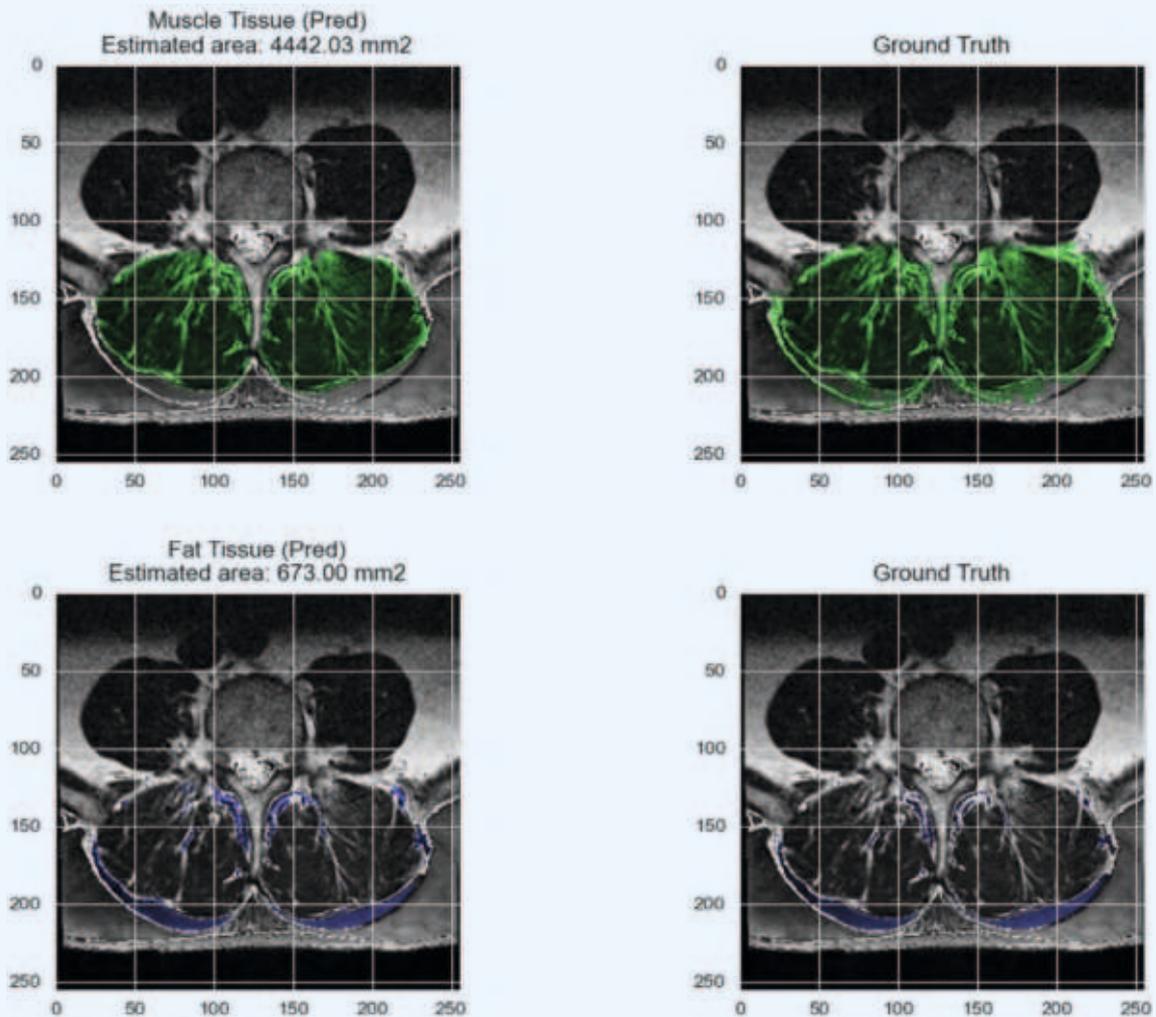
Die Abbildung zeigt Ergebnisse aus unserer Arbeitsgruppe. Wir entwickelten ein Convolutional Neuronal Network (CNN) mit einem vortrainierten U-Net-Modell, das auf einem Datensatz von 3.650 axialen T2-gewichteten MRT-Bildern von 100 Patienten mit Rückenschmerzen trainiert wurde. .Beispielhaft sind Segmentierungsergebnisse von Muskulatur (obere Reihe, rechts vorsegmentiertes Bild) und Fettgewebe (untere Reihe, rechts vorsegmentiertes Bild) dargestellt.
